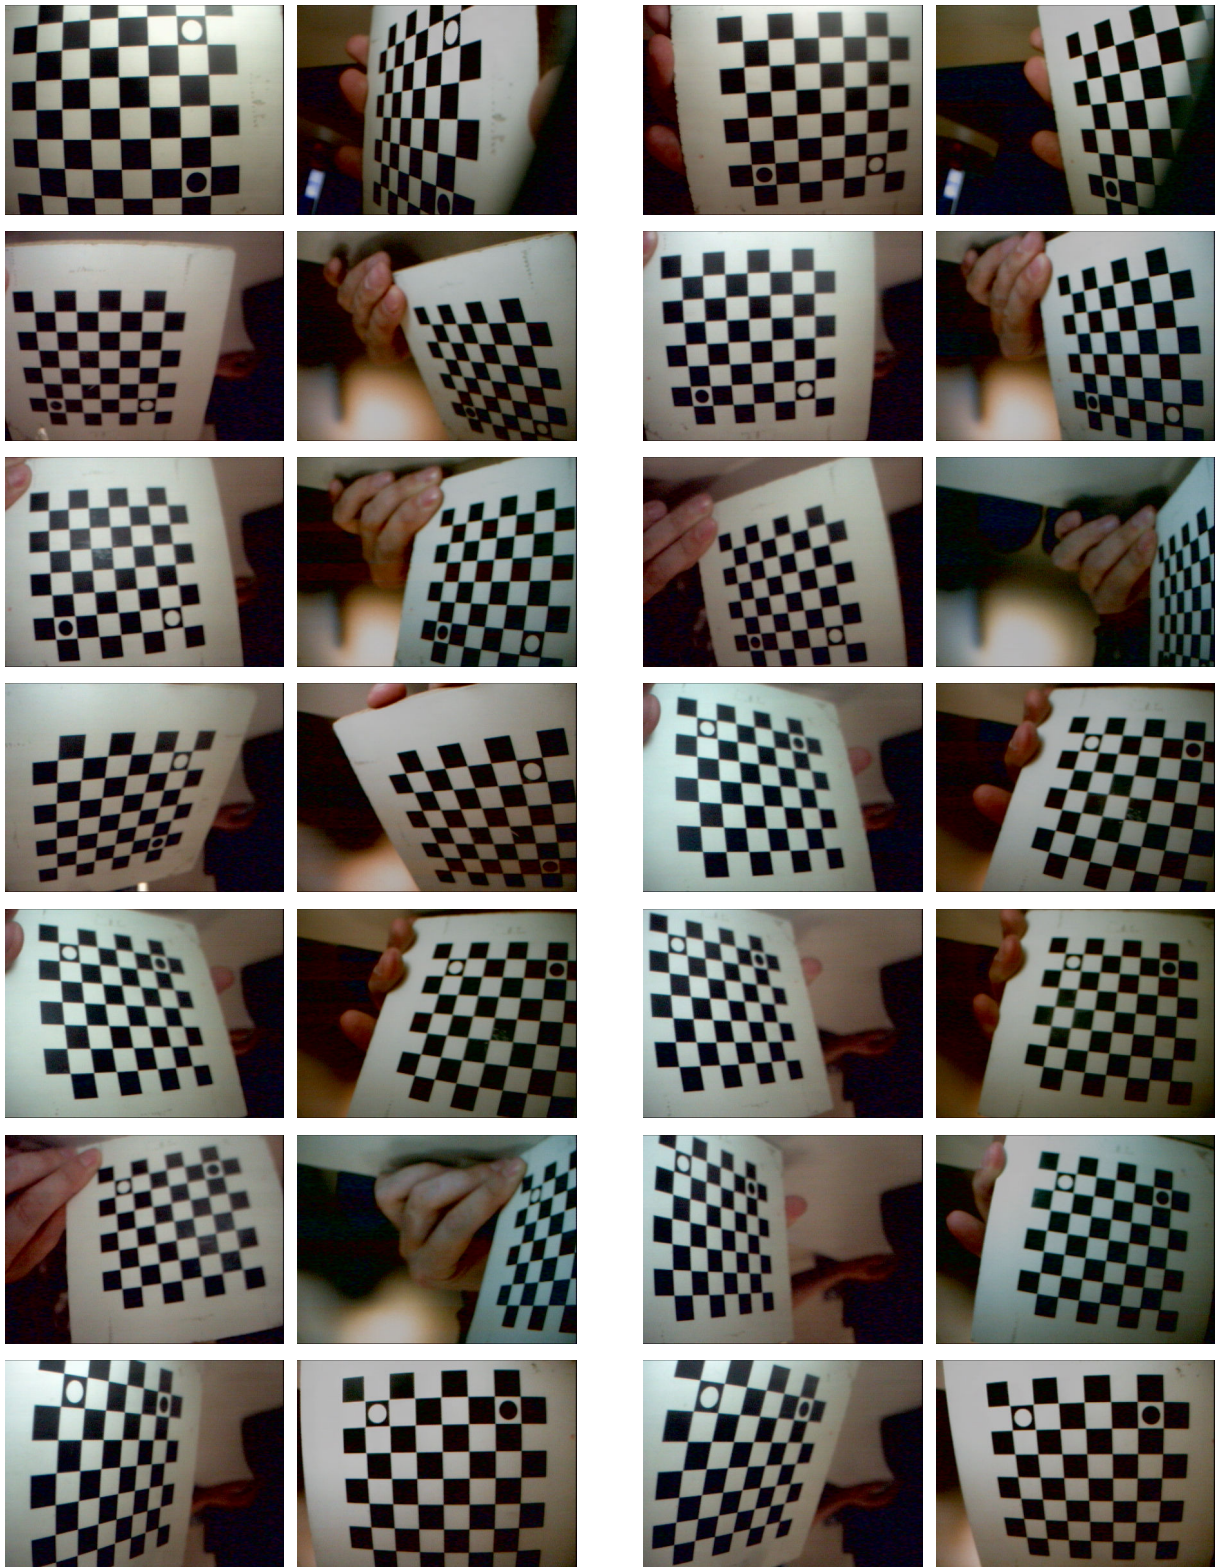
Auszug aus einem Satz von Kalibrierbildern, die mit den MRT-kompatiblen Kameras aufgenommen wurden. Die Kreise im Muster dienen der Stereokorrespondenzfindung.
